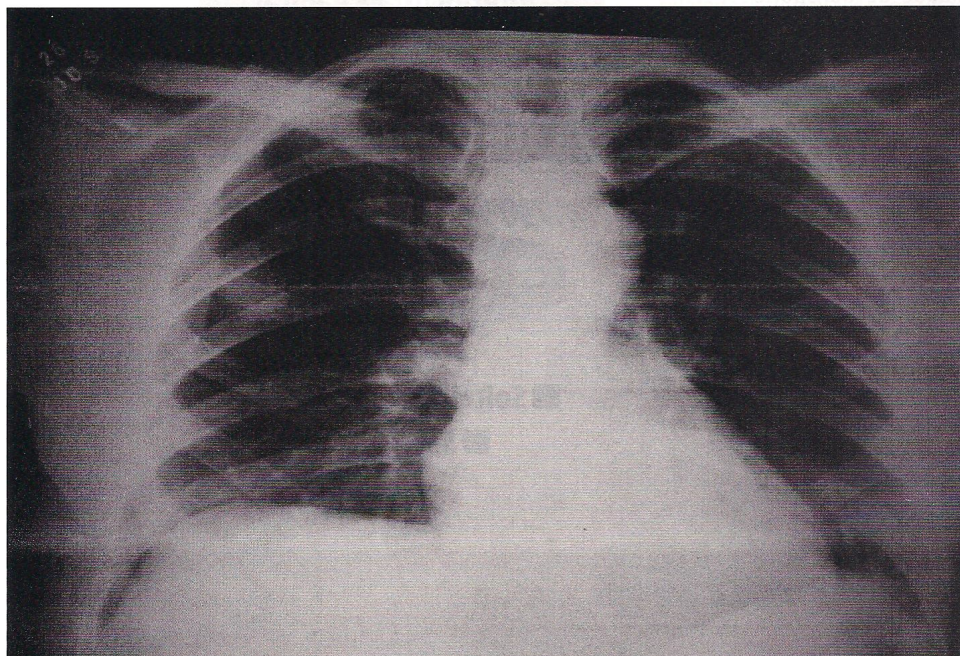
Radiografia de tórax
